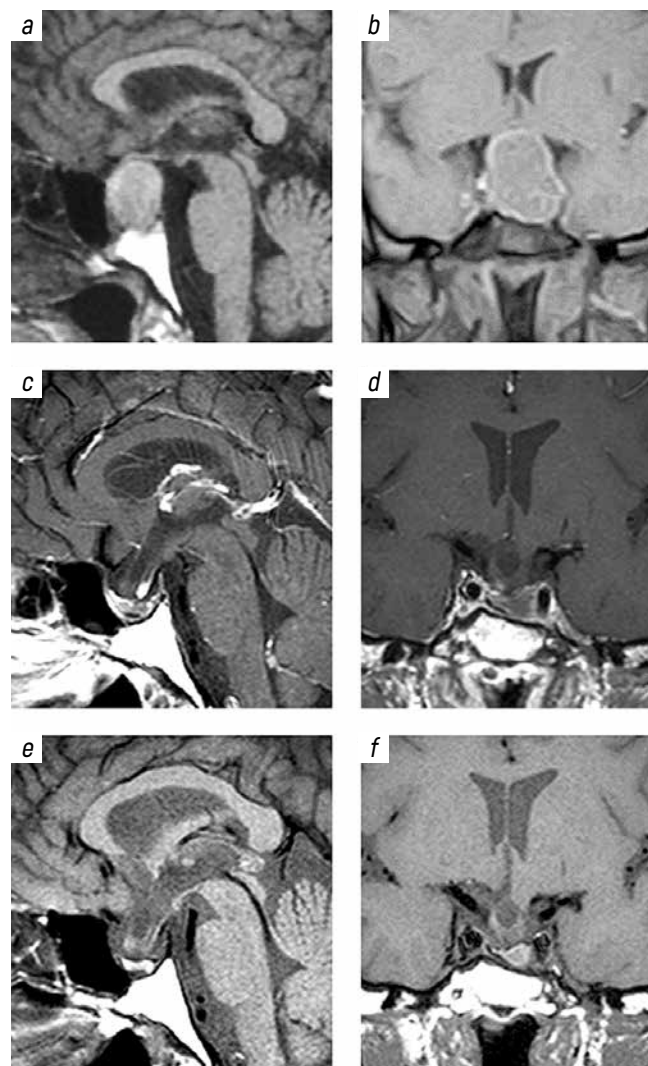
Example of tumor resorption after hemorrhage: *a, b* – MRI 10 days after hemorrhage into pituitary tumor; *c, d* – MRI 2 months after the start of conservative treatment; *e, f* – MRI 7 months after the start of conservative treatment
